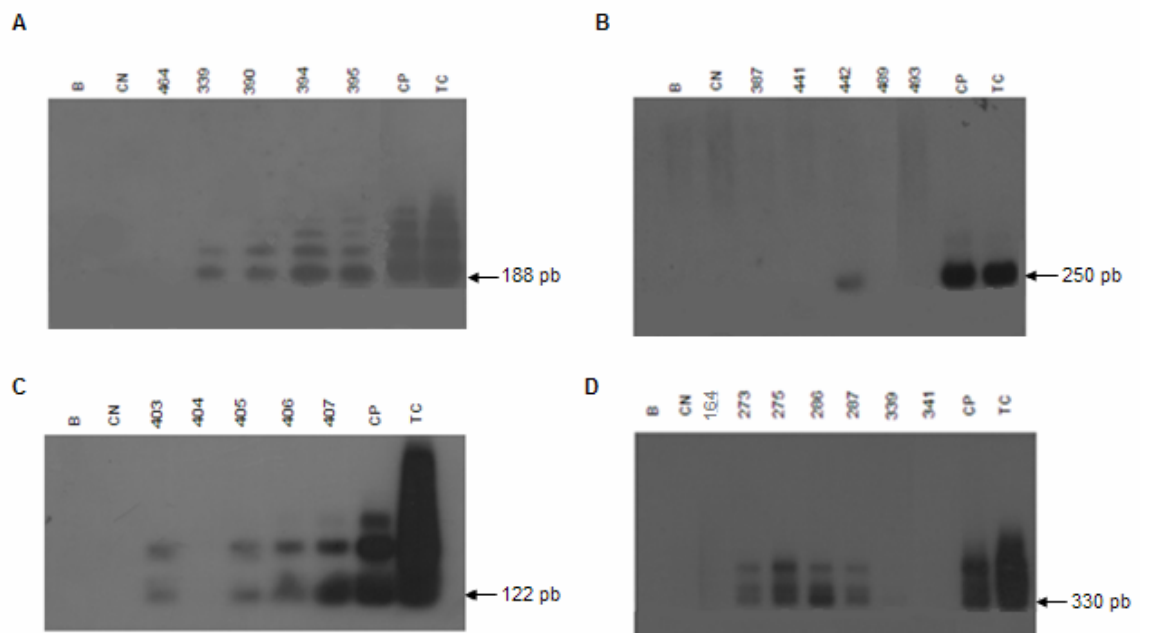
Southern Blot* de produtos de nDNA e kDNA amplificados por PCR e hibridizados com sondas específicas. A) TCZ1/2. B) PON1/2. C) S34/S67. D) S35/S36. As siglas representam: B, branco; CN, controle negativo; CP, controle positivo; TC, *Trypanosoma cruzi*.
